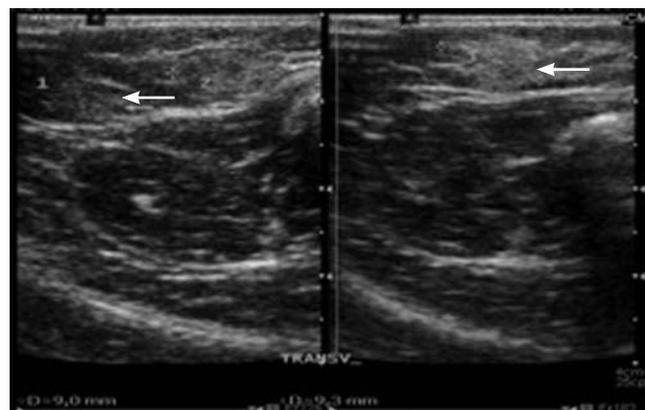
En el ultrasonido se identifican dos imágenes hiperecogénicas, encapsuladas, de bordes regulares que corresponden a lipomas.
